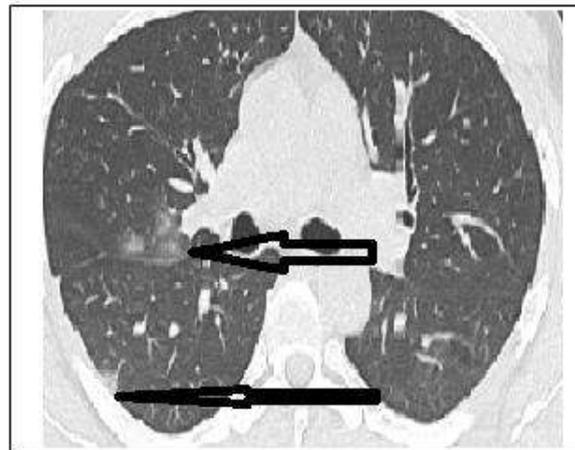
(a/b) : Coupes TDM thoracique HR en fenêtre parenchymateuse pulmonaire passant par la base des poumons (a) et agrandissement sur la base gauche (b), chez un homme jeune 34 ans, réalisée 4 jours après le début de la symptomatologie respiratoire, montre un aspect évocateur de pneumonie virale ; sous formes des plages d’hyper atténuations « en verre dépoli » de topographie Périphérique , sous pleurale, bilatérale, postérieure et basale. On note l’absence d’effacement des contours des vaisseaux (paraissent dilatés) au sein de la lésion.
